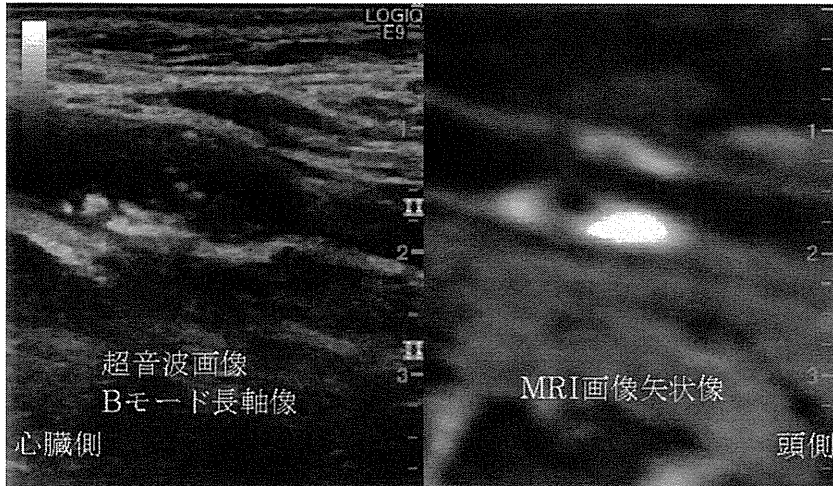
内頸動脈狭窄症症例でMRI画像(MPRAGE)をリアルタイムに参照しながら超音波検査を施行している際の実際他画像参照システムの画像
